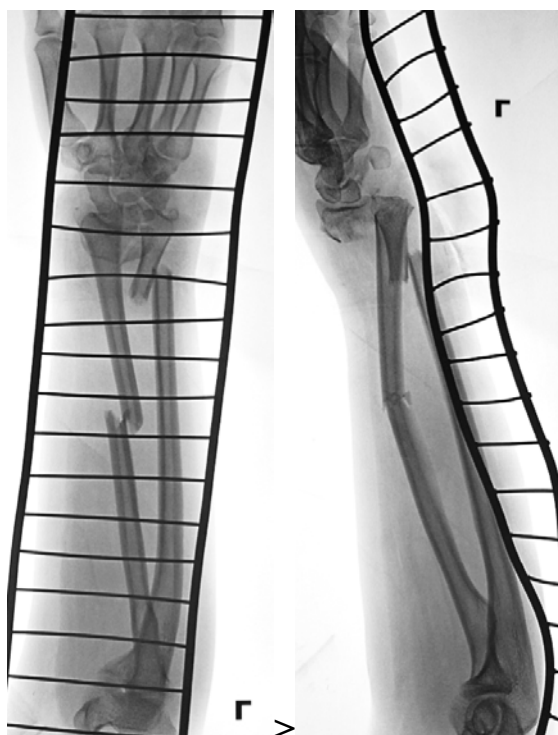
Пациентка Х., рентгенограммы при поступлении
